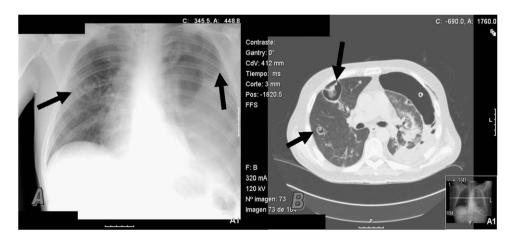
A. Radiografía tórax en la que se aprecia una lesión cavitada con formas filamentosas en su interior localizada en lóbulo superior derecho e hidroneumotórax izquierdo. B. Tomografía computarizada de tórax en la que se aprecian 2 lesiones cavitadas en pulmón derecho con formas filamentosas en su interior. Hidroneumotórax izquierdo con tubo de tórax.
